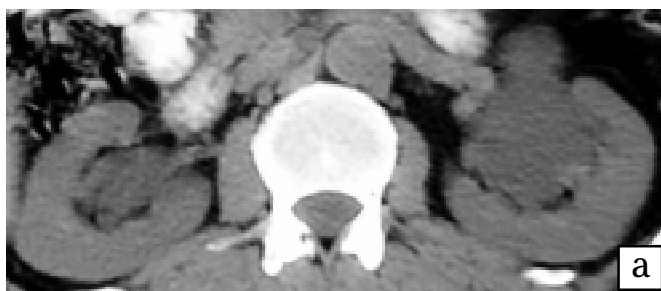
Хворий П., 55 р. Прості множинні кісти у синусах нирок: а — КТ без КП — кісти (-4+6 ОГ) у синусах нирок симулюють кістозні ураження, гідронефроз, полікістоз; б — КТ після КП ультравістом, екскреторна фаза — типова картина кістозних (-4+6 ОГ) множинних новоутворів у синусах нирок, які відтісняють та стискають порожнинну систему
